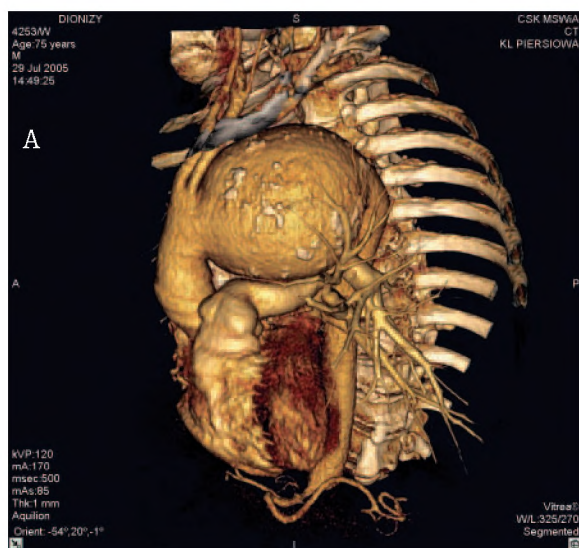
A male patient aged 76 with a 10 cm aneurysm of the aortal arch involving the area from which the main vascular trunks arise. CT – 3D reconstruction.
